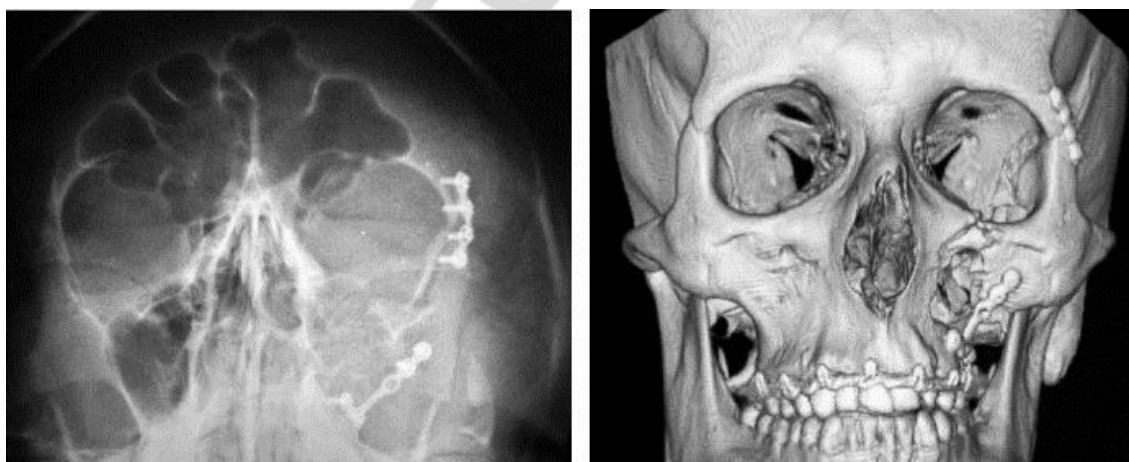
Рентгенограмма в передней полуаксиальной проекции и спиральная компьютерная томография, объемная реконструкция. Недостаточная репозиция скулоорбитального комплекса слева: сохраняется смещение фрагментов, приводящее к деформации средней зоны лица
